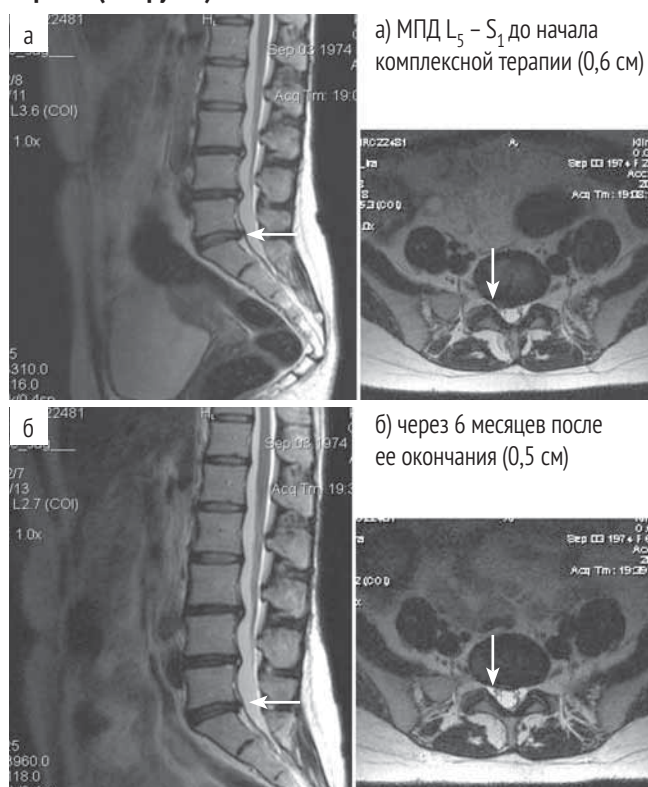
Медианно-парамедианная правосторонняя грыжа (экструзия)
